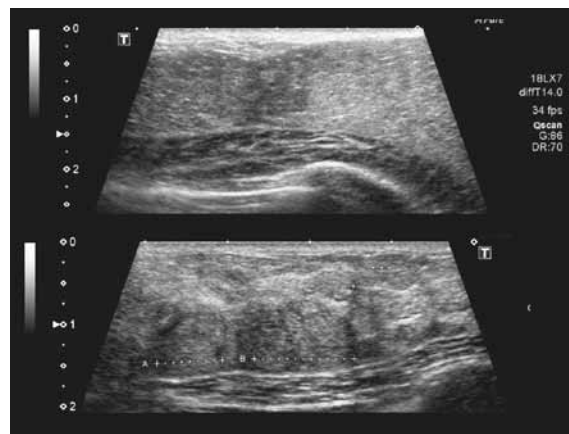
うつ乳:上:授乳6ヶ月。区域性の境界が不明瞭な高エコー部。下:授乳12ヶ月。結節として観察される。乳癌のうち粘液癌の場合は区別がつかないので、必ず経過観察を行う。
